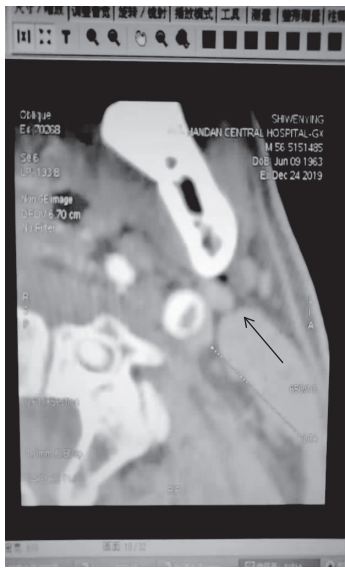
轴位薄层 CT 示左侧颈内动脉腔内隔膜(箭头所示)
